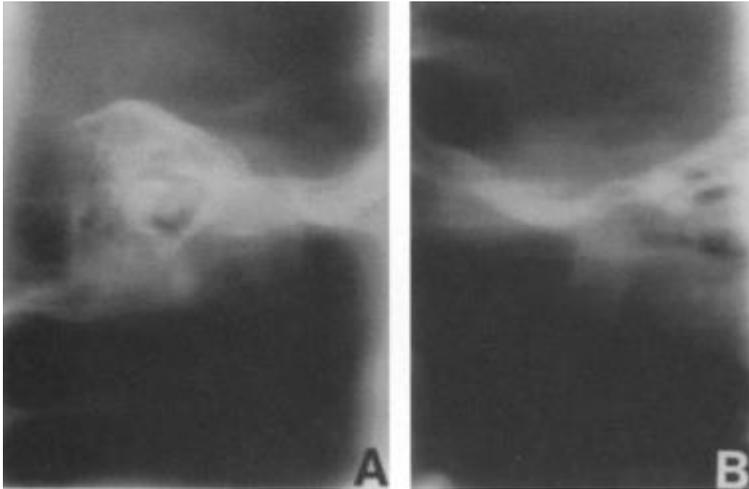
Tomografías laterales del cóndilo de mordida cruzada (A) y no cruzada (B) realizadas antes del tratamiento de expansión maxilar de un paciente que presenta mordida cruzada posterior funcional. Nótese un mayor espacio articular superior y más posición condilar anterior en el lado no cruzado.
